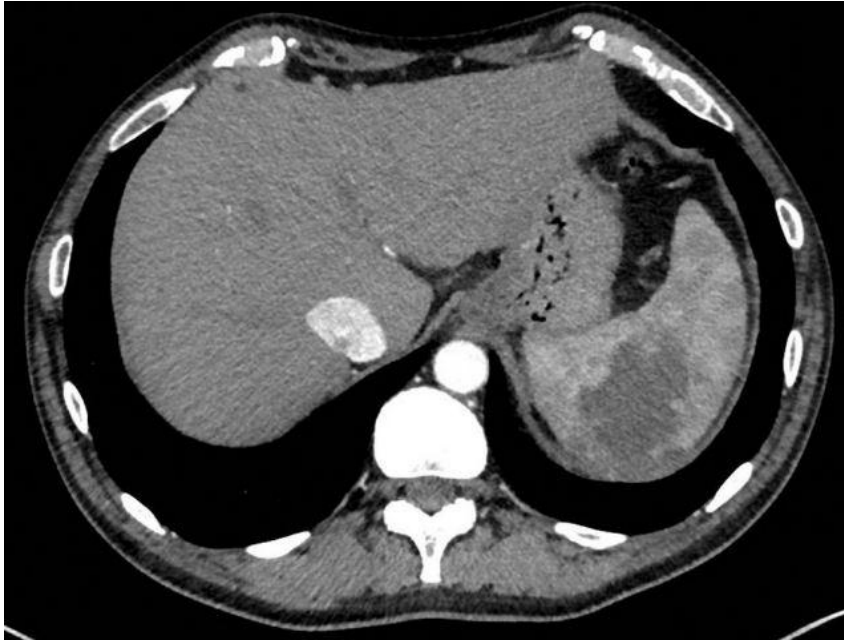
Coupe axiale d'un TDM injecté au temps portal objectivant un abcès splénique[210]
